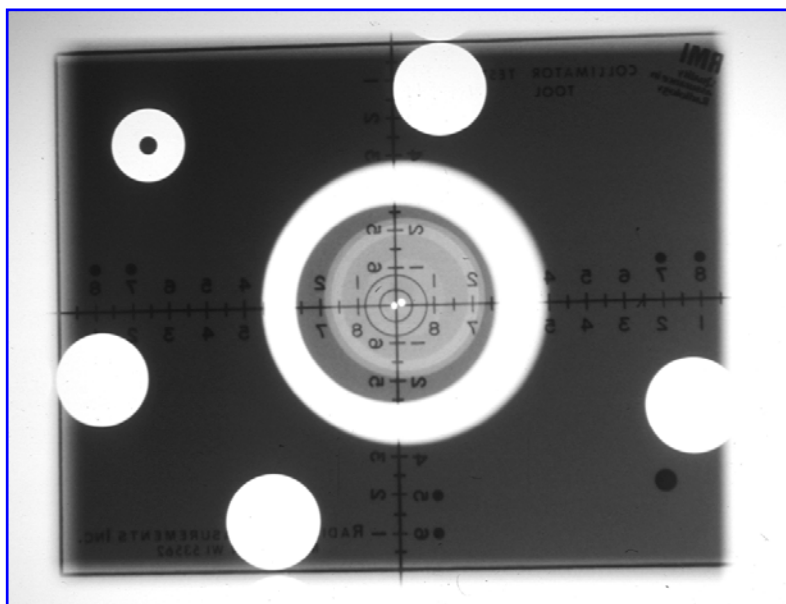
Test de correspondencia entre el haz luminoso y el haz de radiación (Test de MRI y test de la 9 monedas conjuntamente). Obsérvese en la misma exposición el test de perpendicularidad del haz de radiación.
